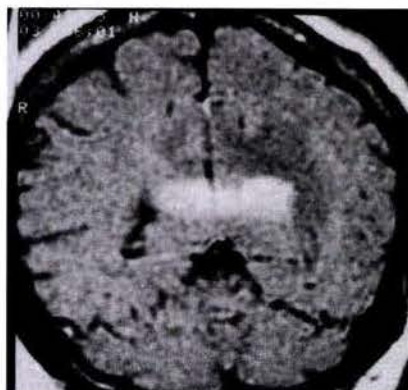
Corte sagital de RM contrastada donde se aprecia una lesión en el esplenio del cuerpo calloso.
